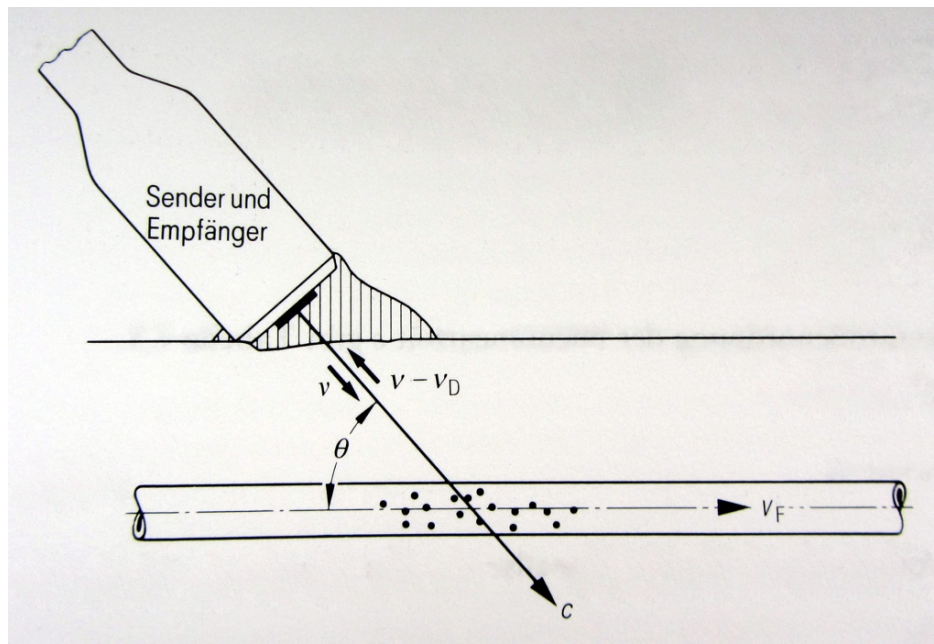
Detektion von Strömungen in Blutgefäßen durch den Ultraschall-Doppler-Effekt.
